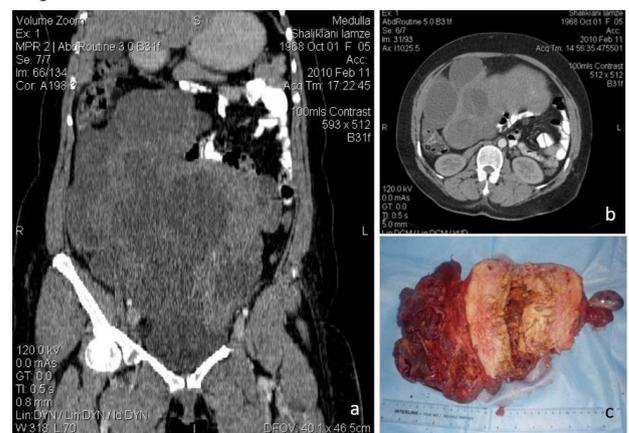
a,b - CT scan images of uterus; c - Uterus with "sternberg tumor"
